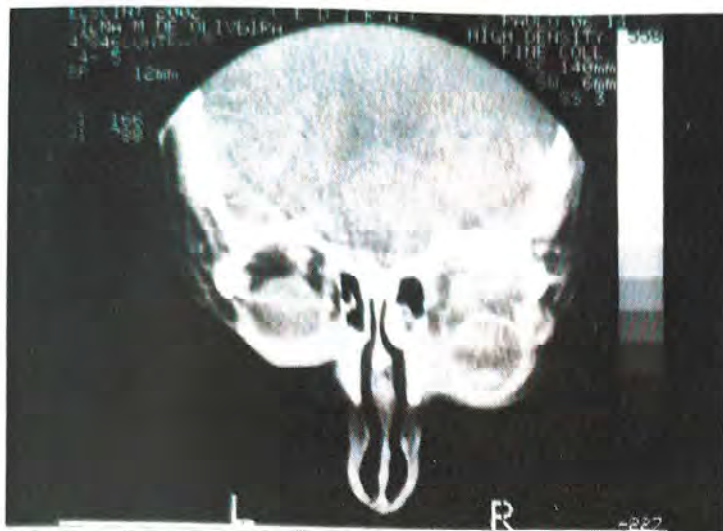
Tomografia do caso nº 7: nota-se o grande volume ocupado pela mucocoe frontal direita, deslocando o olho inferiormente.
